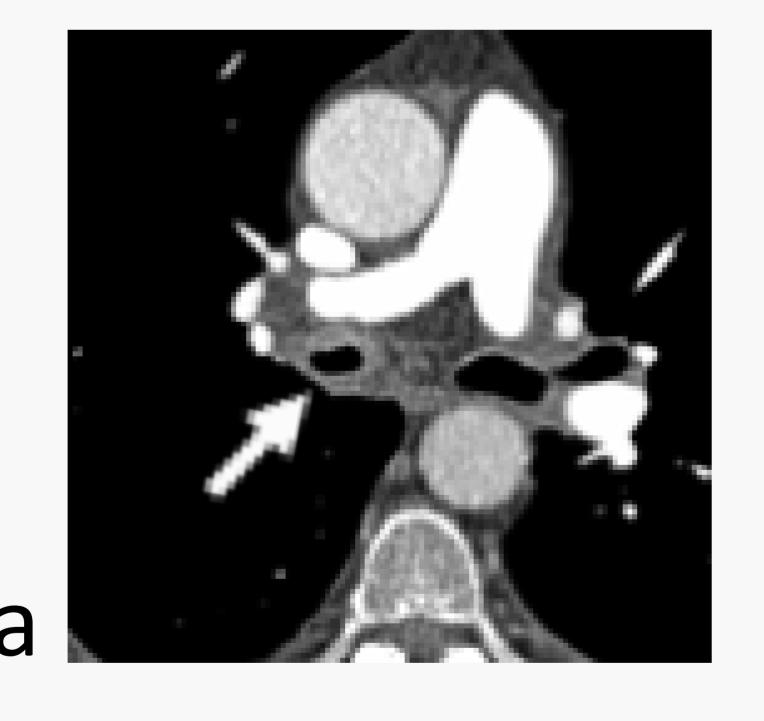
a,b TC de un paciente con traqueobroncomalacia en nivel de tráquea y carina.
